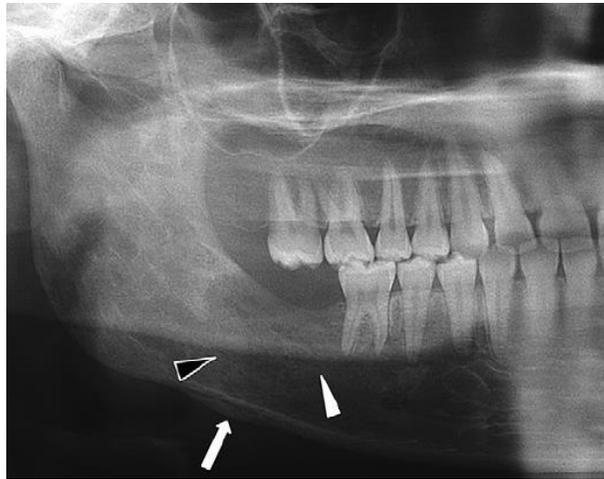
Ortopantomografía mostrando densidad ósea disminuida.³⁵
